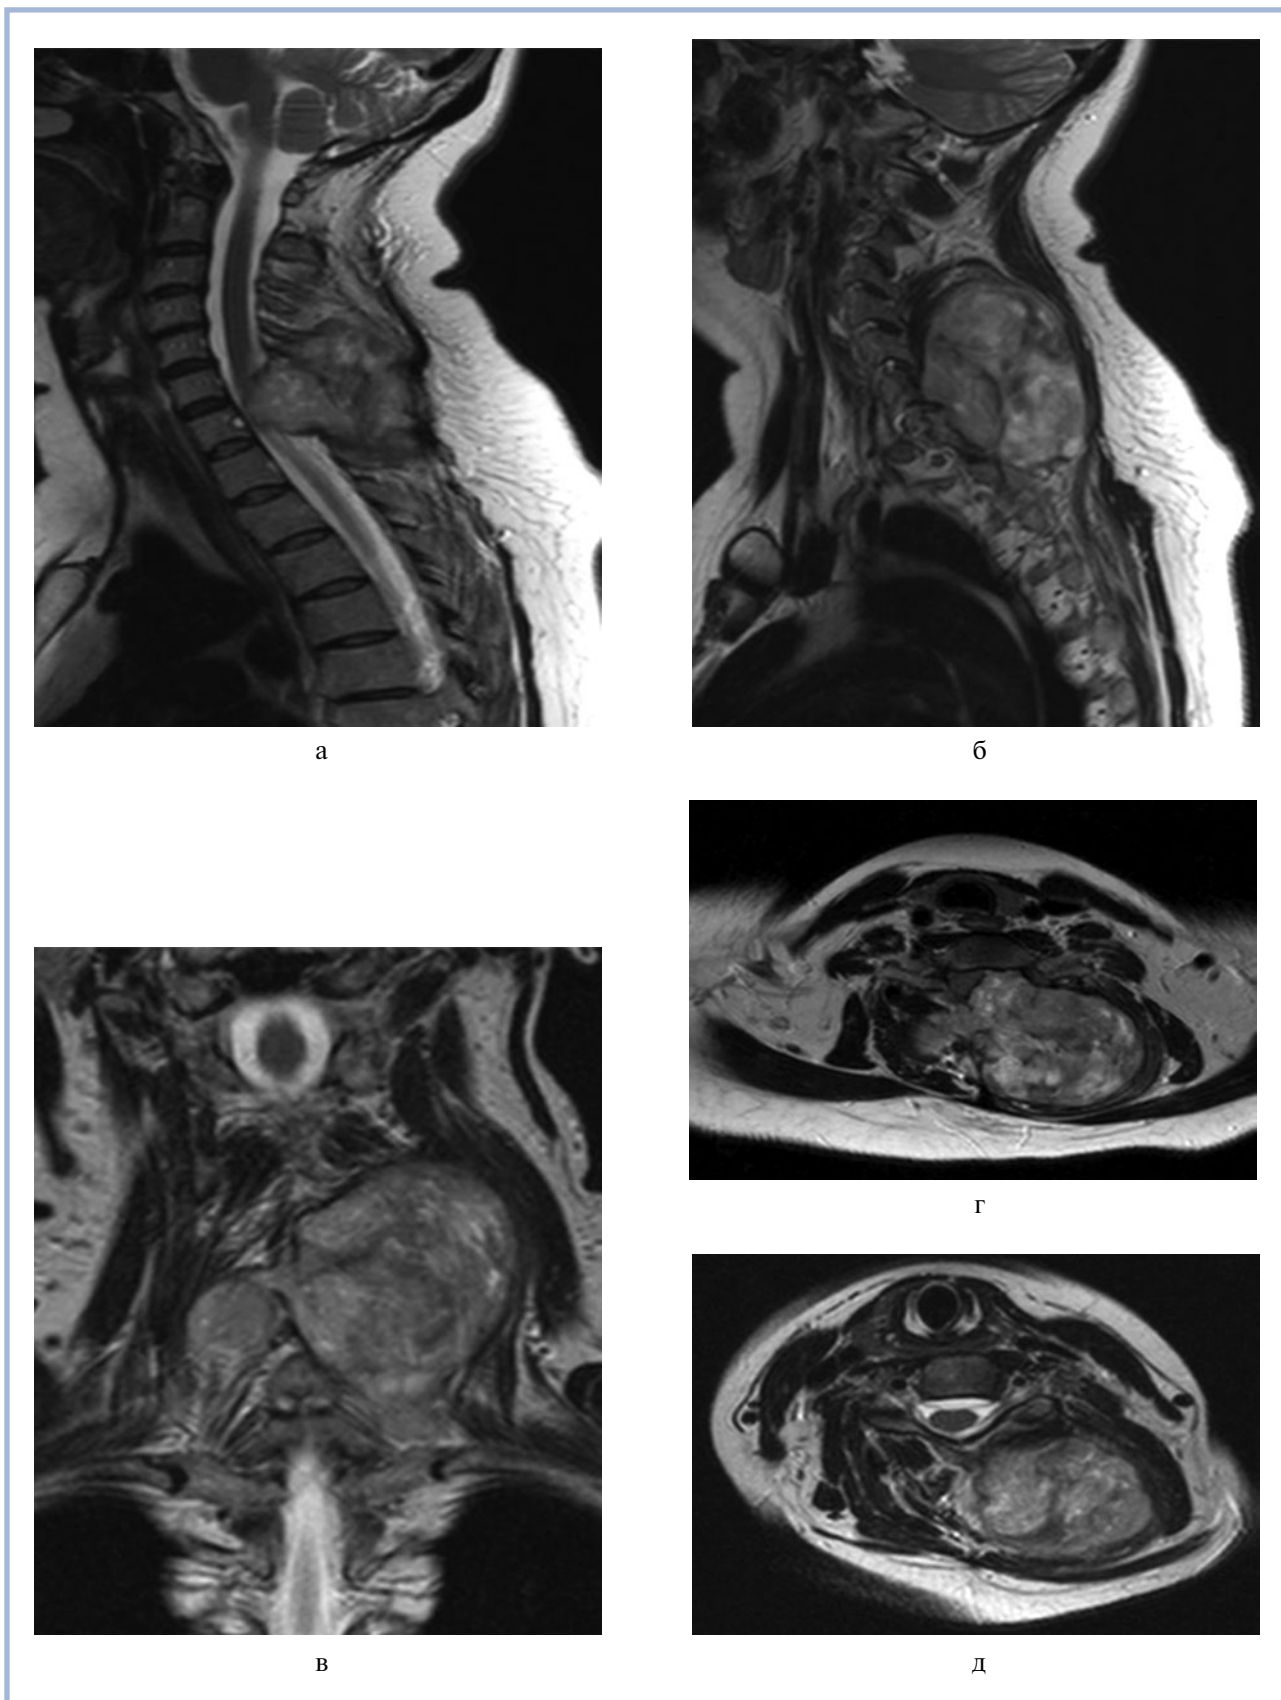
Предоперационное МРТ-исследование шейного отдела позвоночника в сагиттальной (а, б), фронтальной (в), горизонтальной (г, д) проекциях.
